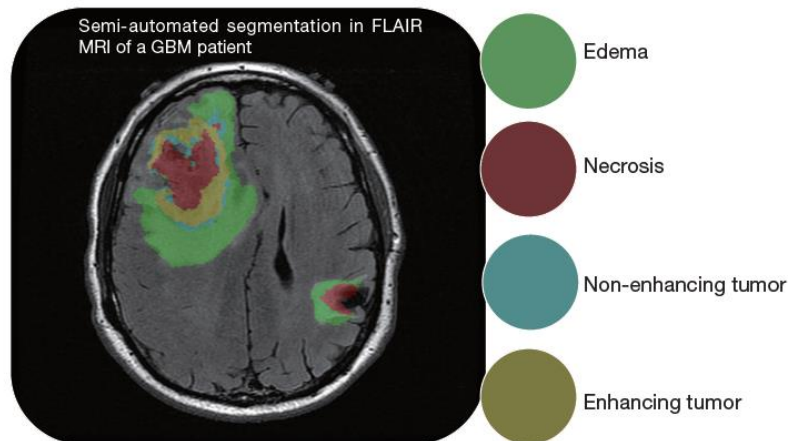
Corte axial FLAIR com identificação de algumas características. Adaptado de (15).
